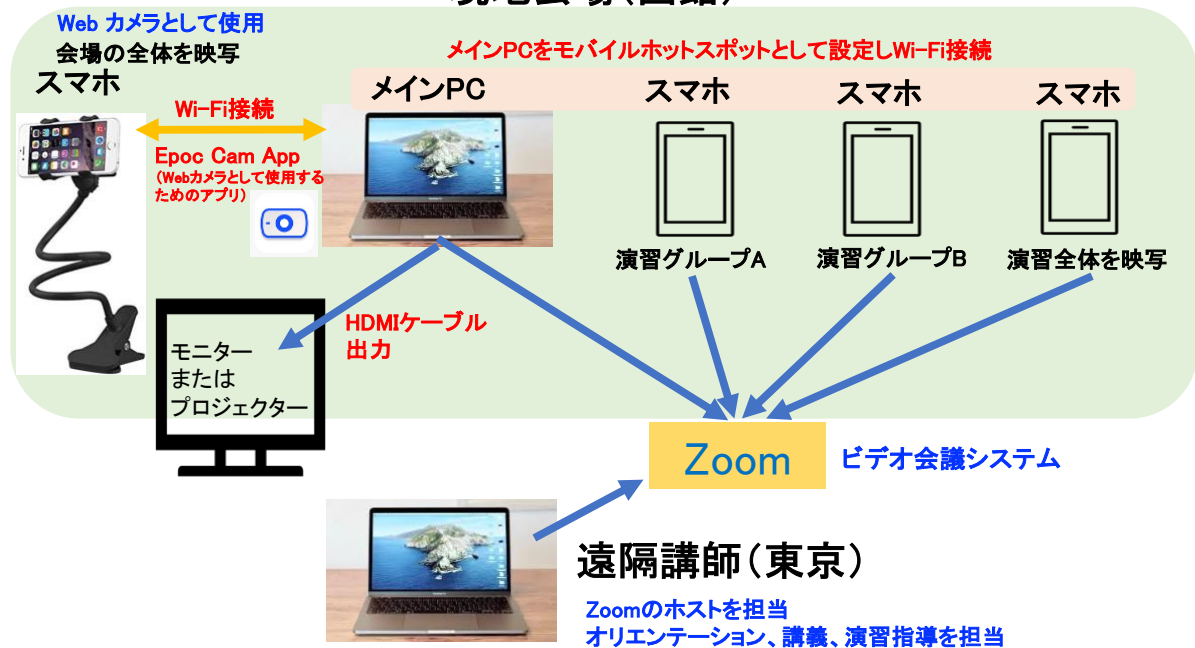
オンラインエコー講習会開催のためのシステム
